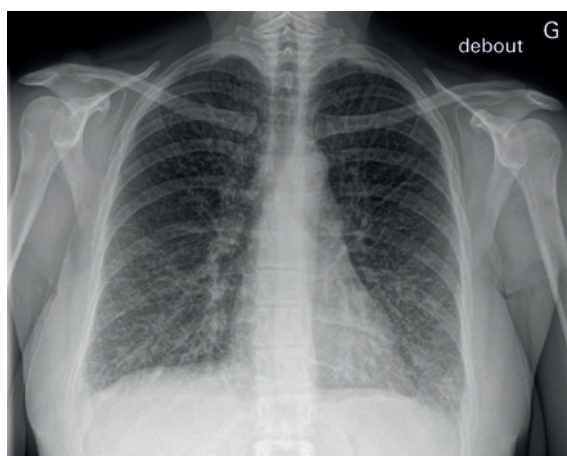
Radiographie thoracique conventionnelle avec opacités réticulaires au niveau basal.
